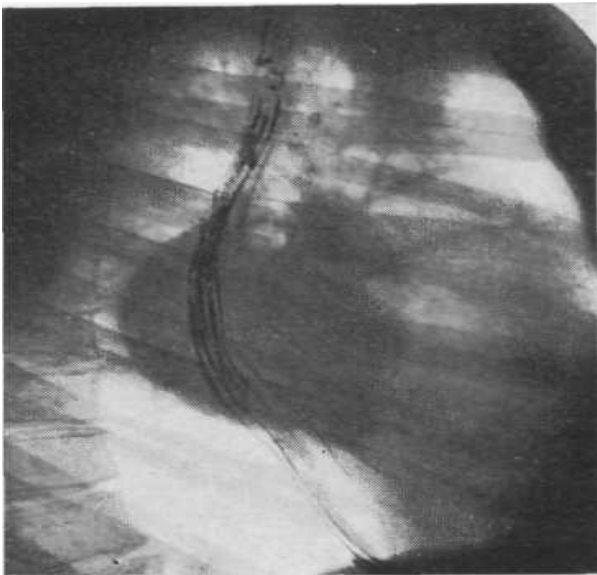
Рентгенограма стравоходу. Відхилення стравоходу під тиском бронхогенної кісти середостіння.
